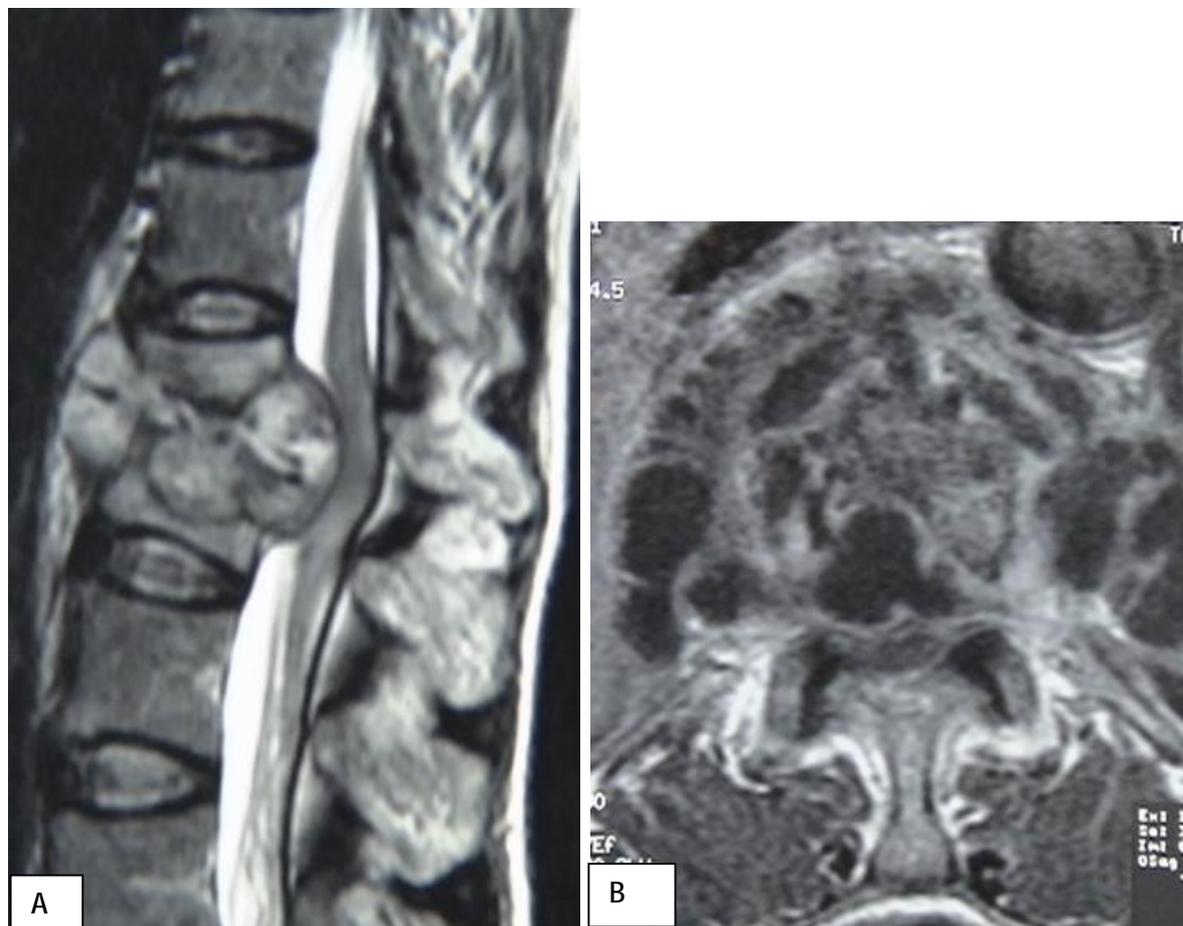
IRM coupes sagittale séquence T2 (A), et coupe axiale séquence T2 (B):
